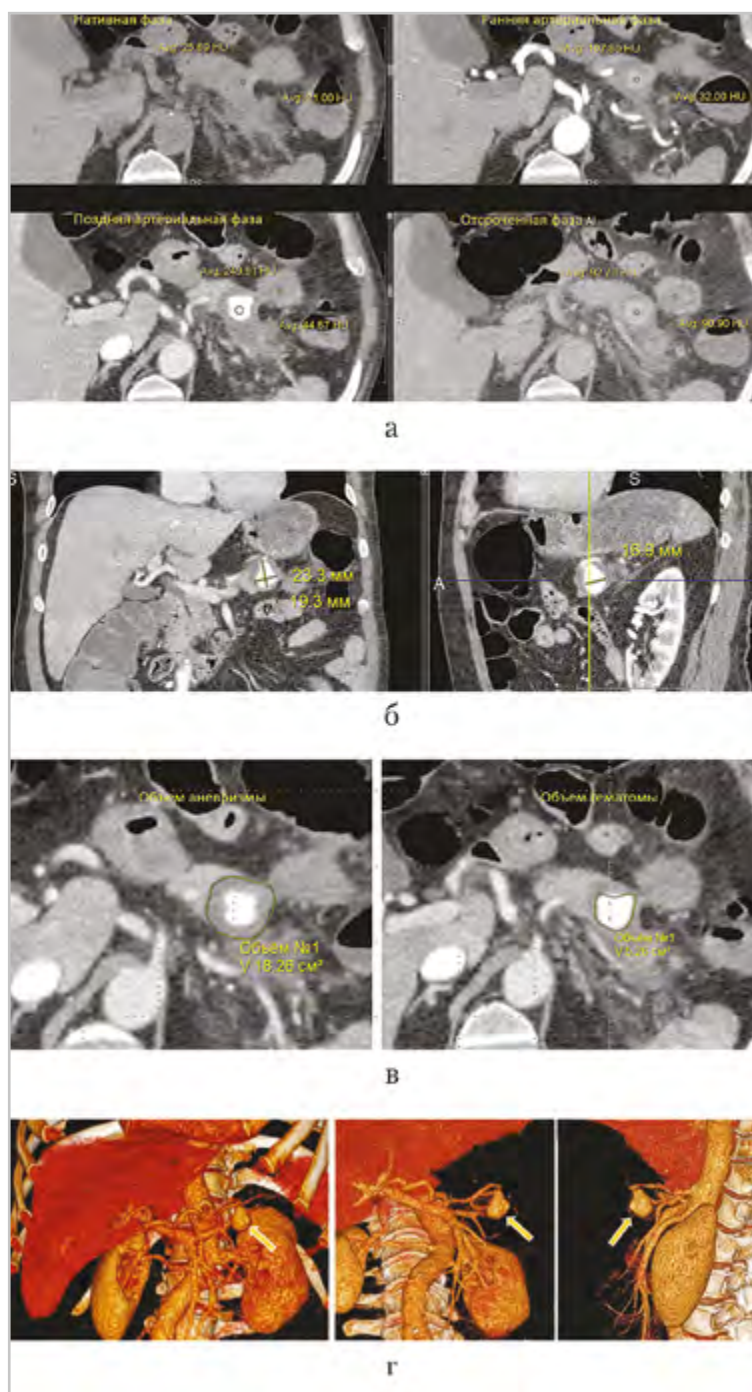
Компьютерные томограммы брюшной полости пациента Н., 65 лет (многофазное сканирование после внутривенного болюсного контрастирования): *а* — аксиальная плоскость; *б* — реконструкция во фронтальной плоскости — признаки панкреатита на уровне хвоста поджелудочной железы, ложной АСА на границе тела и хвоста поджелудочной железы. Просвет аневризмы на треть заполнен пристеночными тромбами (*а* — аксиальная плоскость, поздняя артериальная фаза). Трехмерные реконструкции полученных изображений (*г*) помогают дифференцировать АСА (*стрелки*) с солидными образованиями поджелудочной железы
